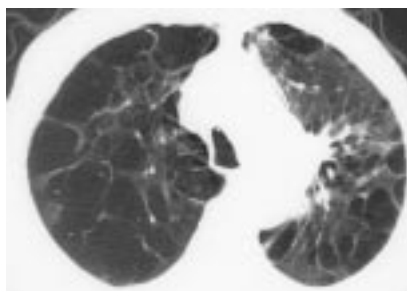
КТ. Панлобулярная эмфизема в верхних долях легких.
